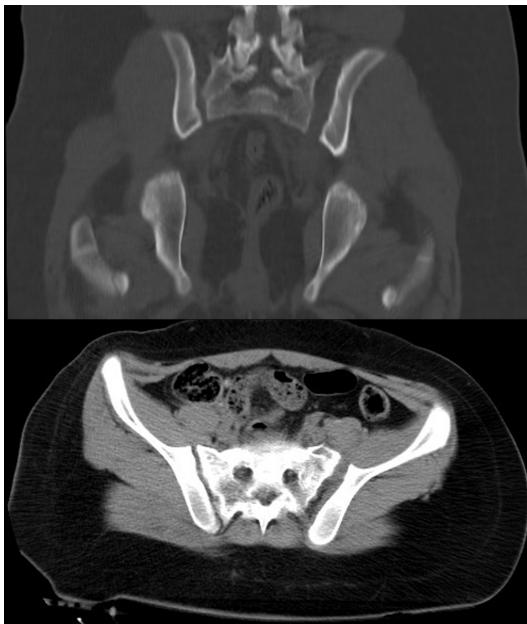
Tomografía computada de la pelvis de una niña de 11 años con lesión de anillo posterior, sacroilíaca izquierda.
